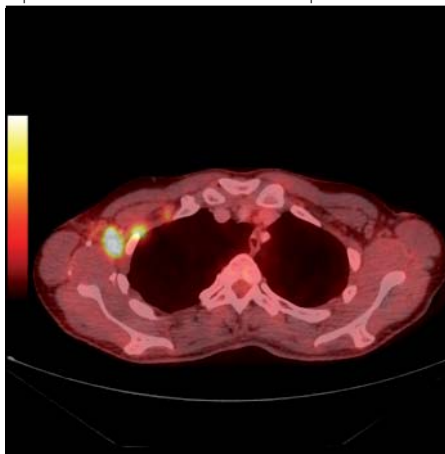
^{18}F -FDG PET/CT fúze obrazů, axiální řez. Multifokální ^{18}F -FDG avidní tumor v laterální části pravého prsu
